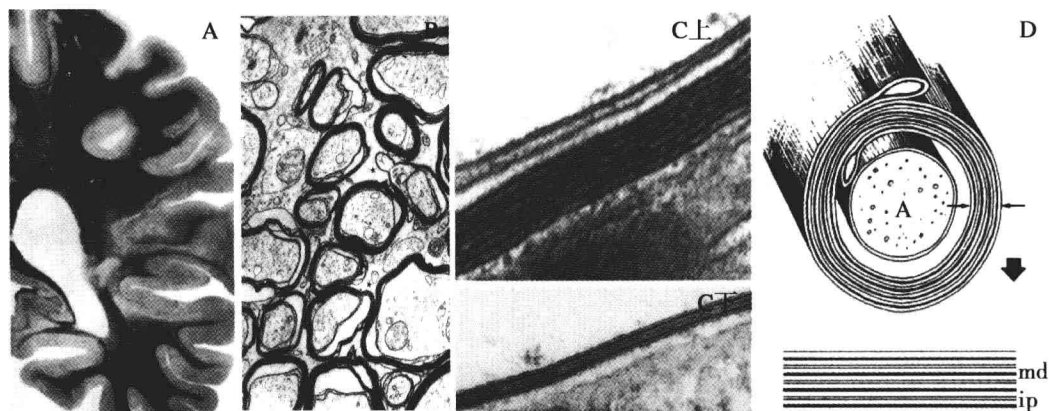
光镜和电镜下的白质和髓鞘，钼酸法光镜下可见到黑染的髓鞘 (A)，电镜下白质结构 (B)，经 X 线衍射和电子显微镜下 (C 上) 显示包括主致密线和周期内线在内的髓鞘五层结构，高倍镜下的两层髓鞘薄层 (C 下) 显示髓鞘的周期性。D 图示电镜下髓鞘包绕轴索 (A)，同时显示了主致密线 (md) 和周期内线 (ip)。(摘自 van der Knaap MS, Valk J. Magnetic resonance of myelination and myelin disorders [M]. 3rd ed. Springer, 2005.)
